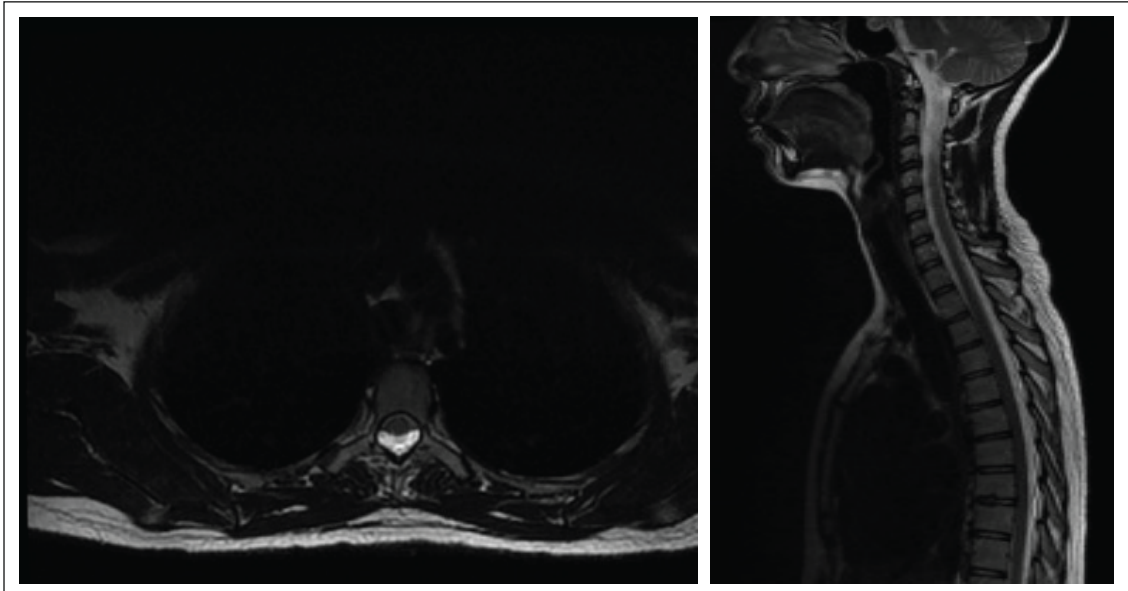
IRM du rachis cervicodorsal en séquence T2 axiale et sagittale qui montre une collection épidurale postérieure cervicothoracique en hypersignal liquidien T2, responsable d'une compression et refoulement du cordon médullaire en avant.
